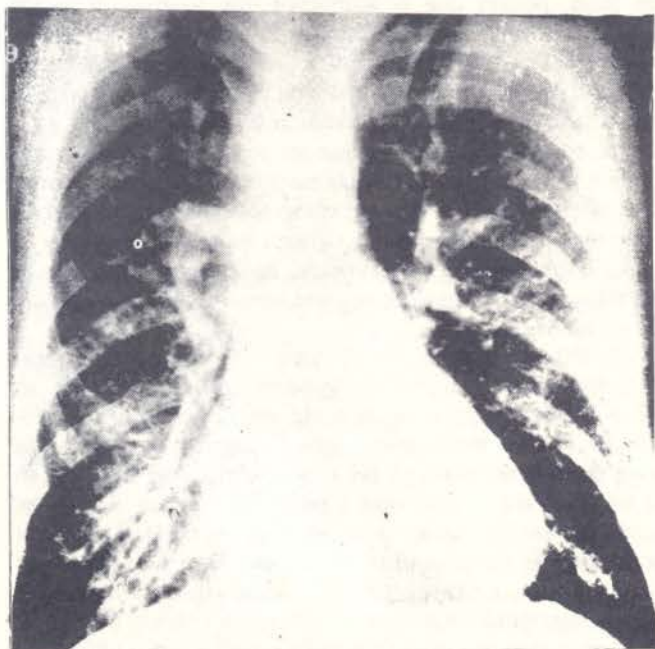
Radiografía del tórax mostrando ligera hipertrofia cardíaca y un arco aórtico del lado derecho.
